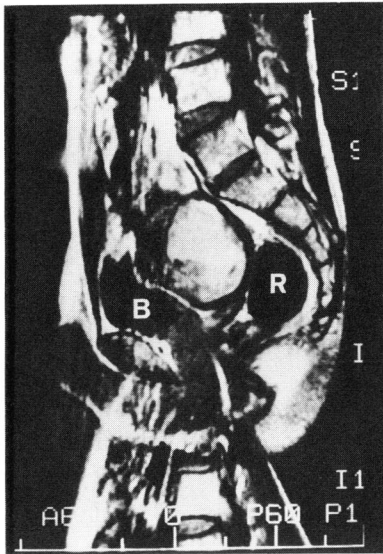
MRI shows high intensity mass in retrovesical space.
